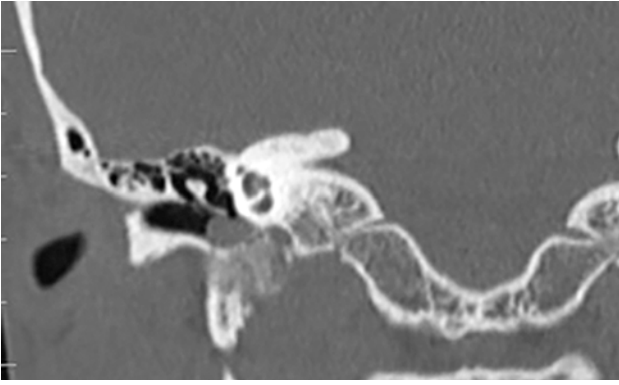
TC de peñascos de alta resolución, corte sagital. Masa de partes blandas en hipotímpano derecho, con afectación ósea, sugestiva de PGL yugulo-timpánico.
